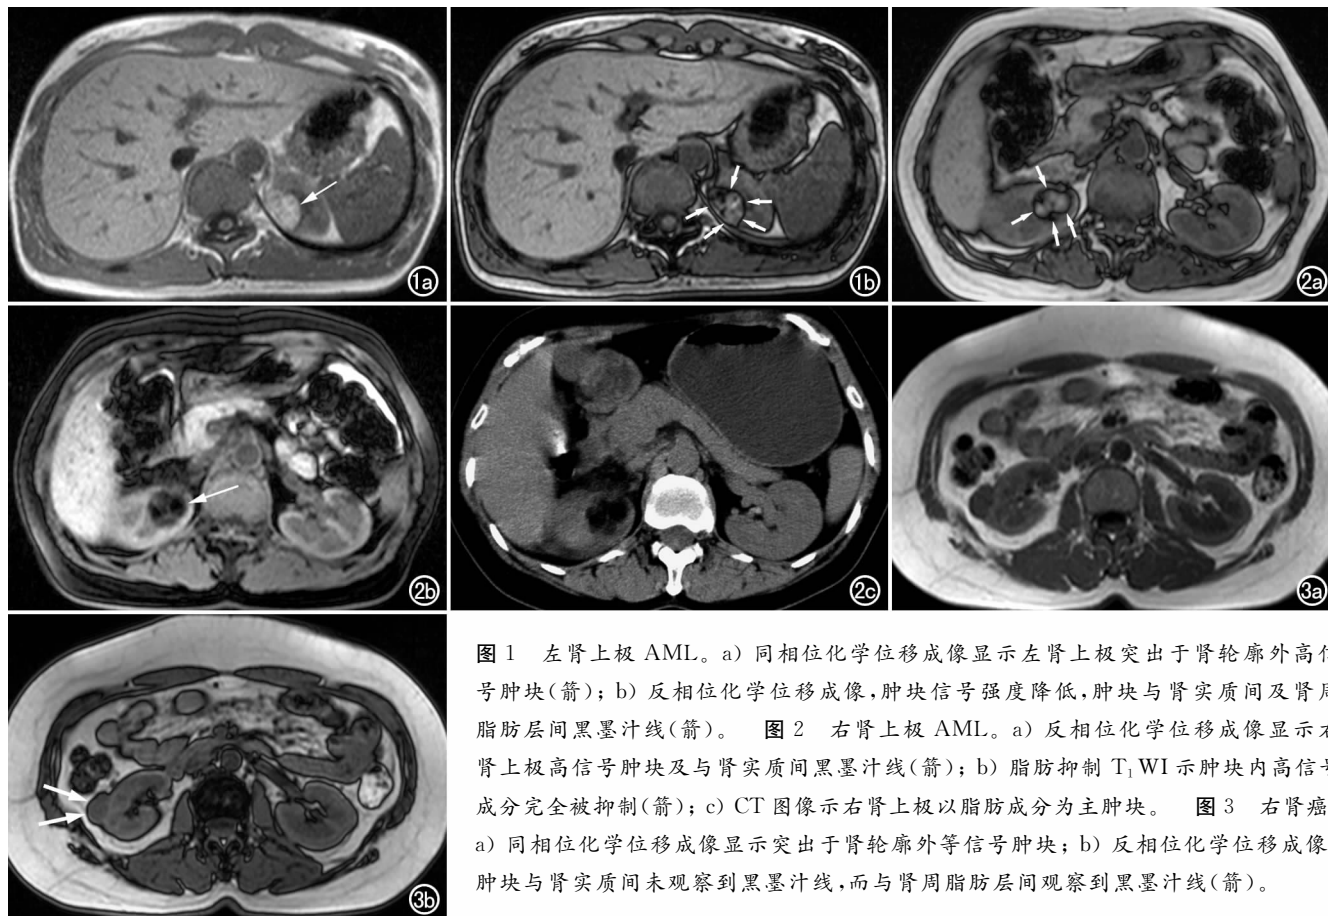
左肾上极 AML。a) 同相位化学位移成像显示左肾上极突出于肾轮廓外高信号肿块(箭); b) 反相位化学位移成像, 肿块信号强度降低, 肿块与肾实质间及肾周脂肪层间黑墨汁线(箭)。图 2 右肾上极 AML。a) 反相位化学位移成像显示右肾上极高信号肿块及与肾实质间黑墨汁线(箭); b) 脂肪抑制 T_1 WI 示肿块内高信号成分完全被抑制(箭); c) CT 图像示右肾上极以脂肪成分为主肿块。图 3 右肾癌。a) 同相位化学位移成像显示突出于肾轮廓外等信号肿块; b) 反相位化学位移成像, 肿块与肾实质间未观察到黑墨汁线, 而与肾周脂肪层间观察到黑墨汁线(箭)。
